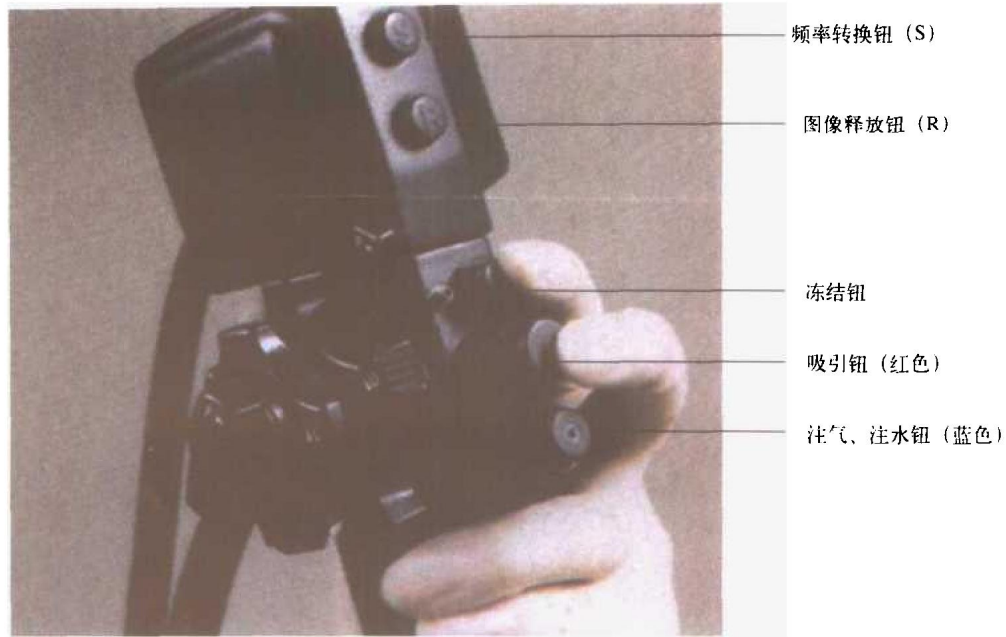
电子超声内镜 (GF-UMQ200) 操作部
